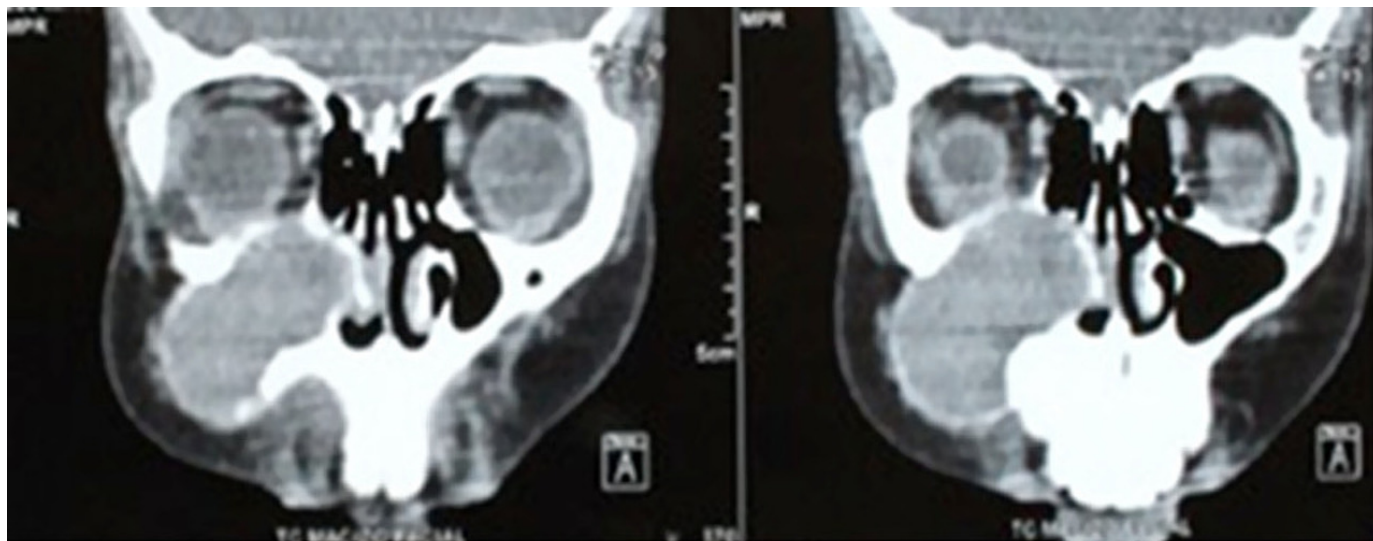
TAC cortes coronales, presencia de lesión isodensa en región de maxilar derecha, que provoca deformidad de estructuras vecinas.
